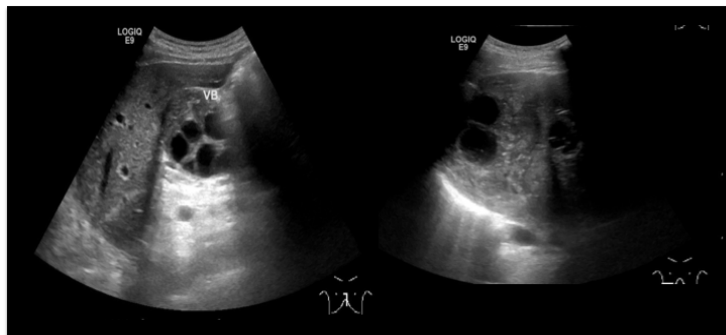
En el ultrasonido frecuentemente son visibles las calcificaciones en la pared y pueden distinguirse quistes "complejos", con quistes más pequeños adyacentes o multiloculados, pared engrosada y ecos internos que corresponden a estructuras parasitarias.
